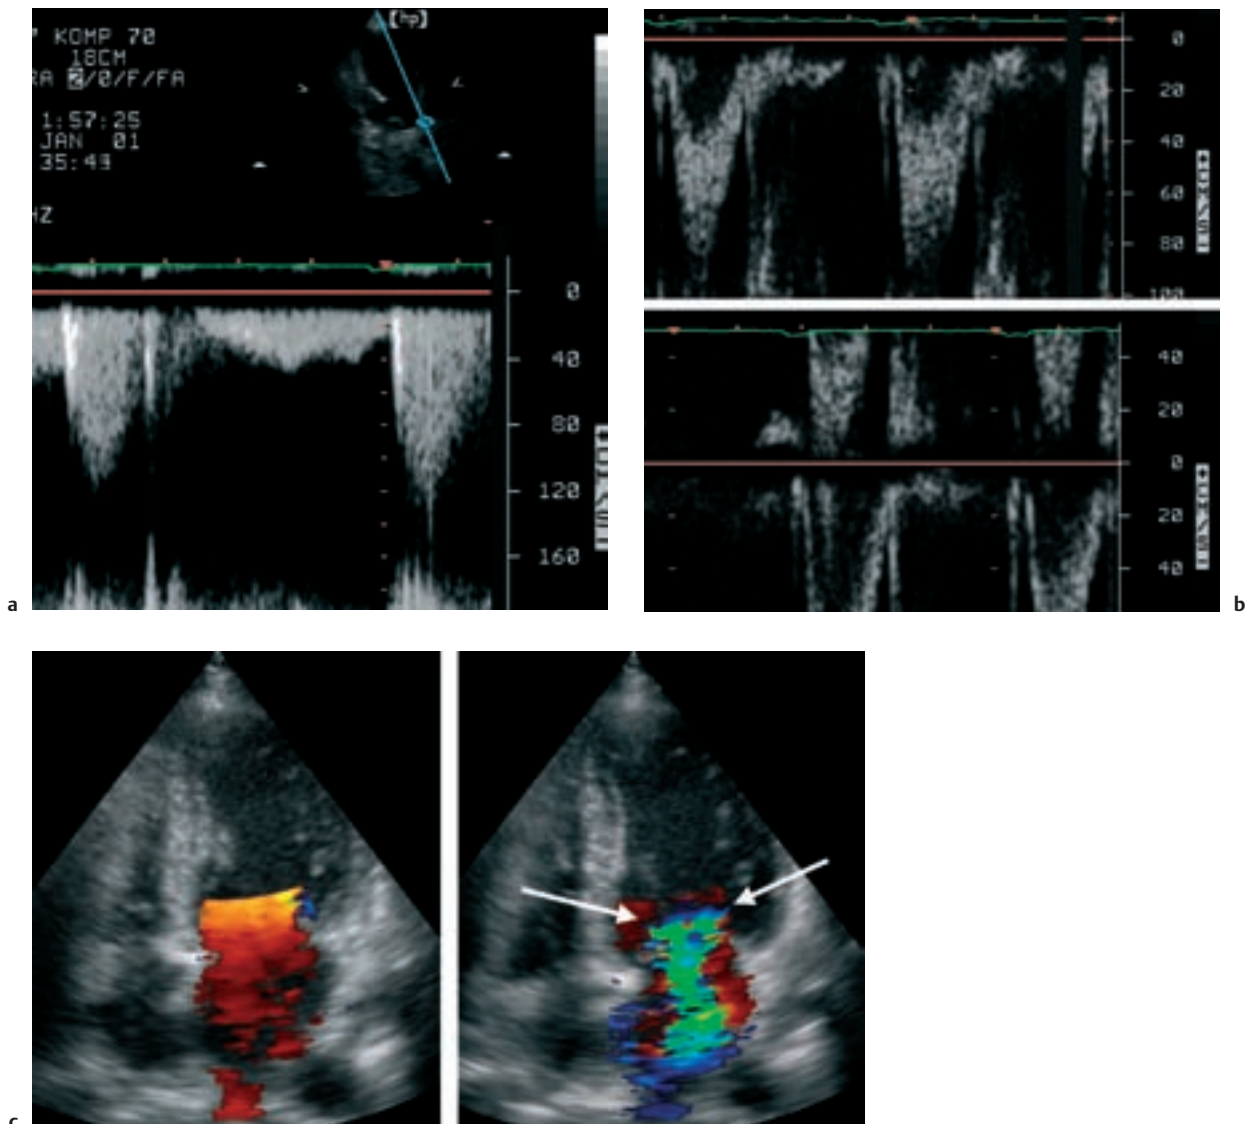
Dopplermodalitäten.
